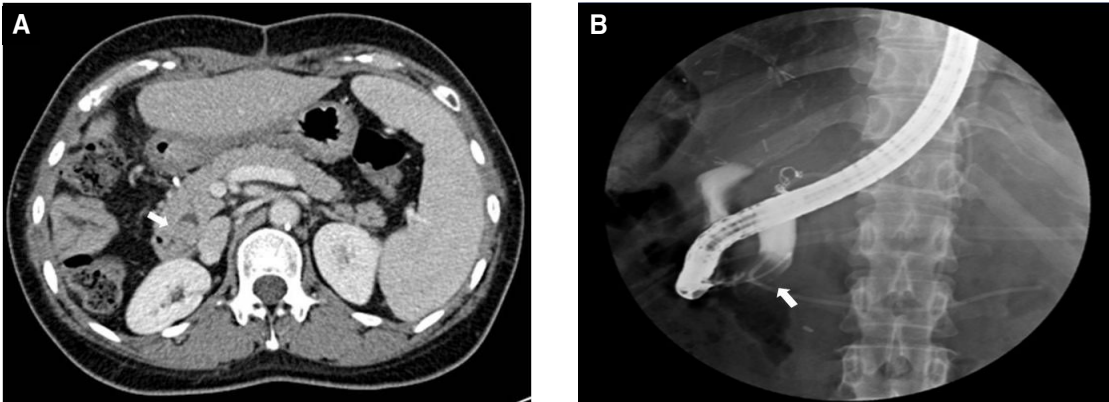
(A) Liver CT after right hemihepatectomy shows a polypoid mass (arrow) in the distal common bile duct. (B) ERCP shows irregular shaped filling defect (arrow) in the distal common bile duct.
